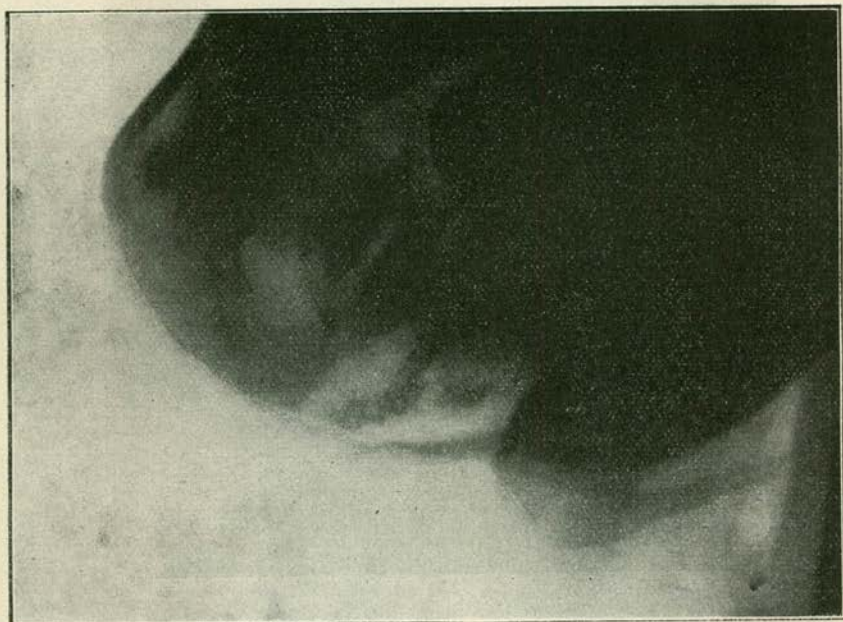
Röntgen-opname van linker benedenkaak.
